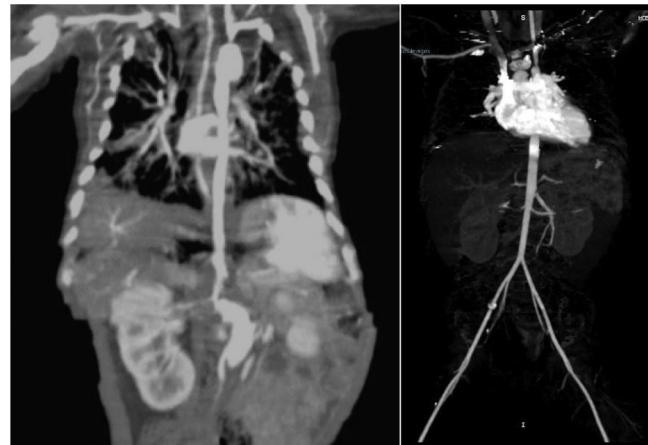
Comparación entre la TC de inicio de diagnóstico (izquierda): se observa aneurisma de aorta descendente y abdominal, estenosis de arteria renal, y la imagen posterior a los primeros seis meses de tratamiento: RM de grandes vasos (derecha) presenta calibres adecuados.
